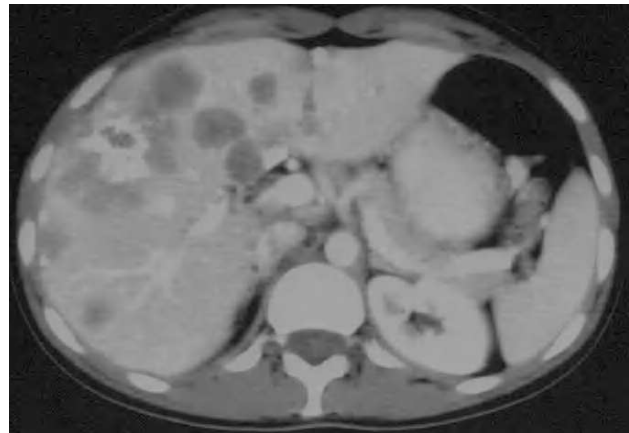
Tomografía computarizada abdominal: múltiples lesiones hepáticas heterogéneas con calcificaciones y retracción capsular.
